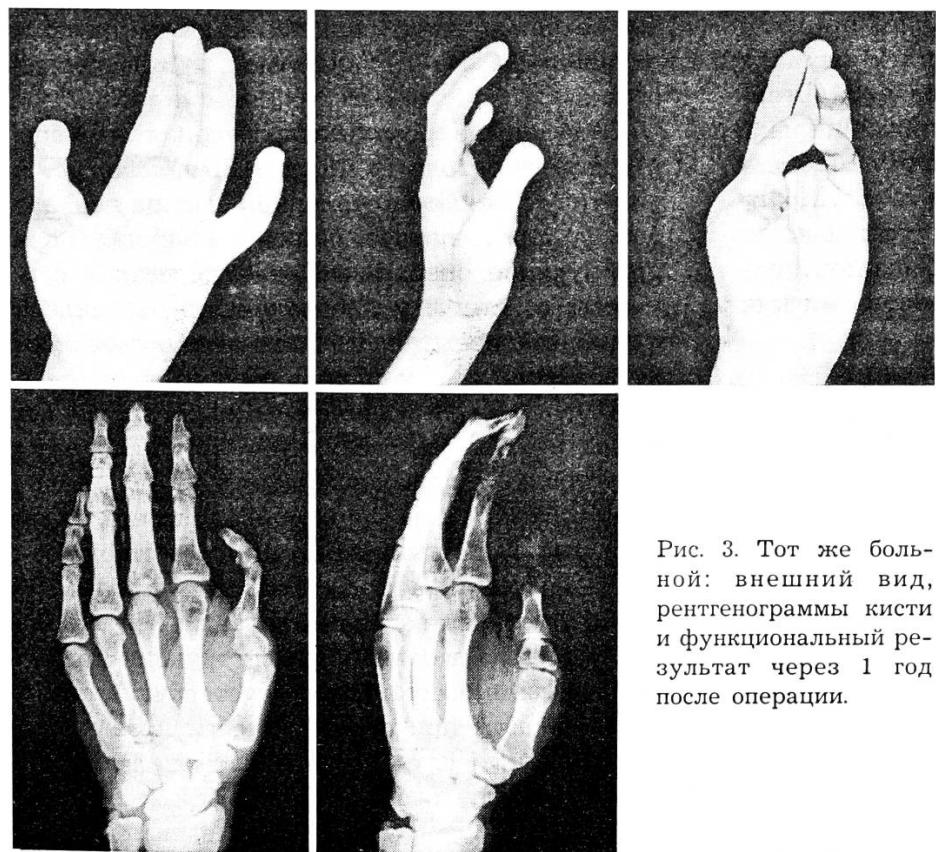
Тот же больной: внешний вид, рентгенограммы кисти и функциональный результат через 1 год после операции.
